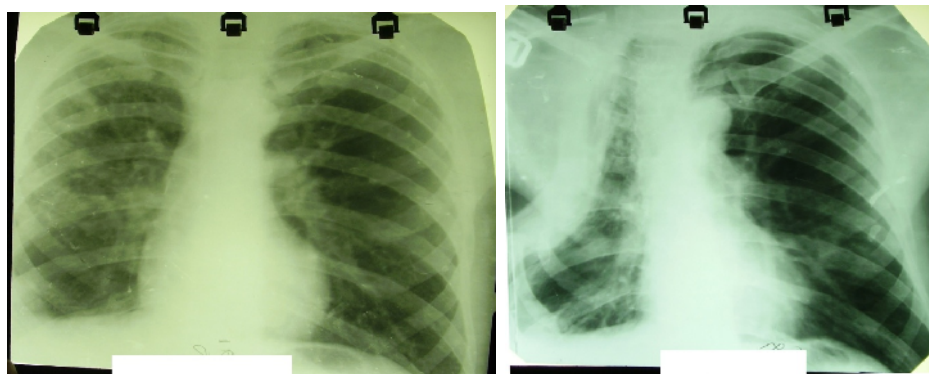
Оглядова рентгенограма ОГК хворого Д. до та через 9 міс. після 6-реберної екстраплевральної торакопластики справа
